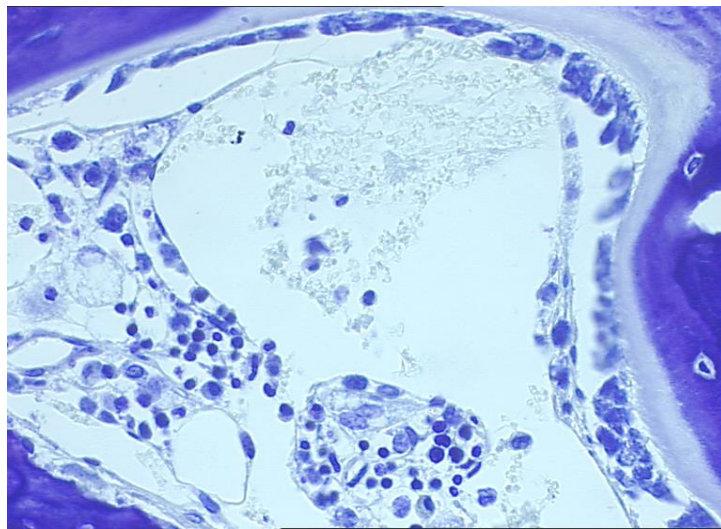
Médula ósea de tejido óseo normal tras coloración BT, a objetivo 20x.
